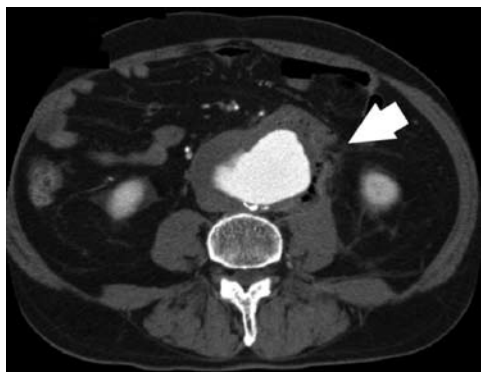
Computed tomography shows abdominal aortic aneurysm and sigmoid colon(white arrow). A plane between both structures cannot be clearly identified.
